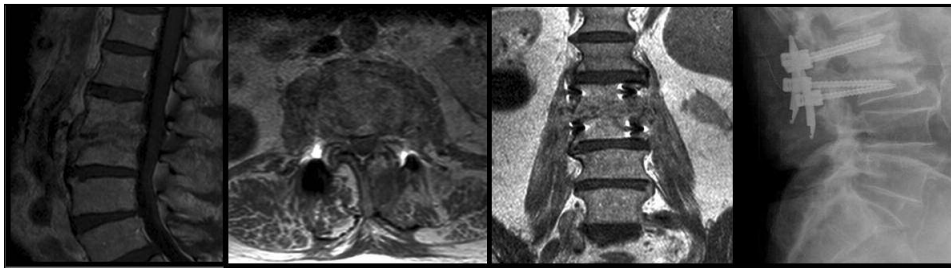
RM e radiografia lombar aos 6 meses de pós-operatório.
